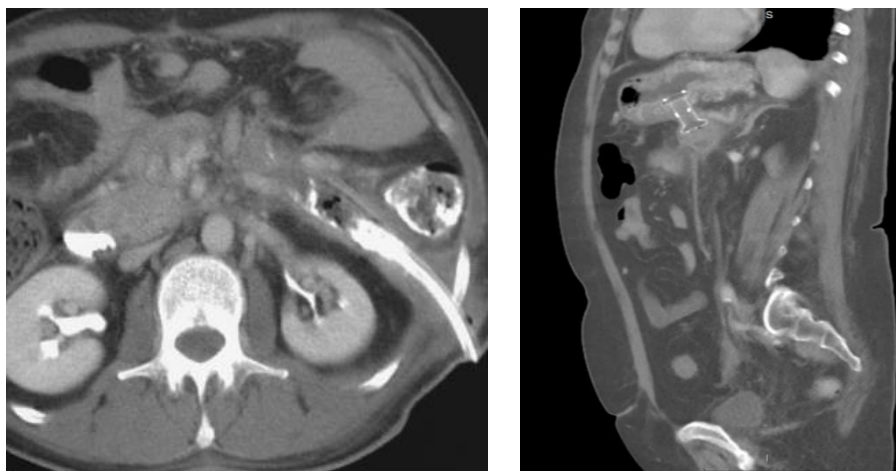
КТ-снимки панкреонекроза после проведения оперативного лечения в объеме ЭТС и ВАРС (динамическая КТ-навигация)
